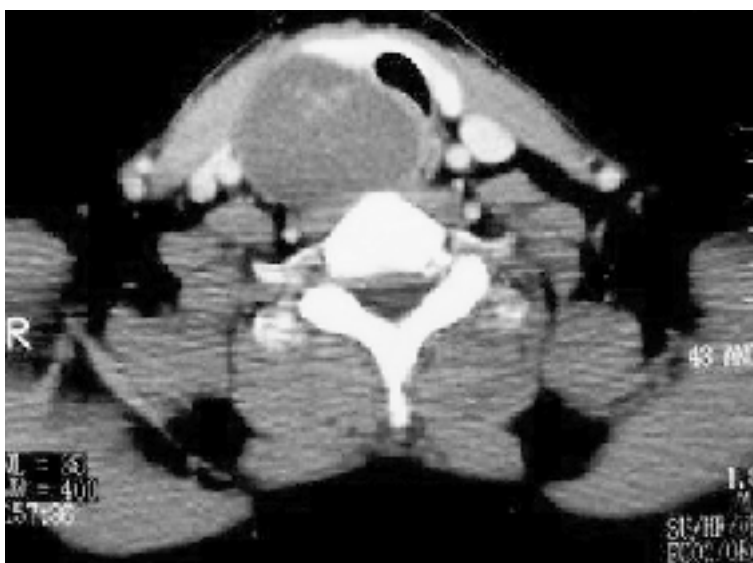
Tomografía axila computada que evidencia un nódulo hipodenso detrás del lóbulo tiroideo derecho que comprime y rechaza la tráquea y el esófago hacia anterior y a izquierda.
